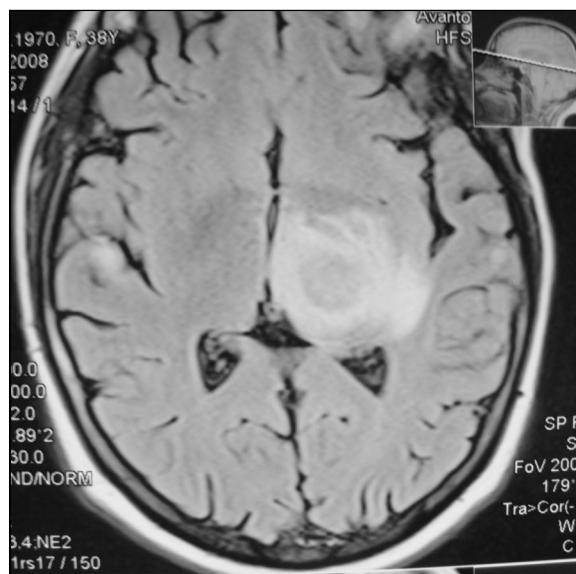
МРТ головного мозга, T1-ВИ, аксиальная проекция
